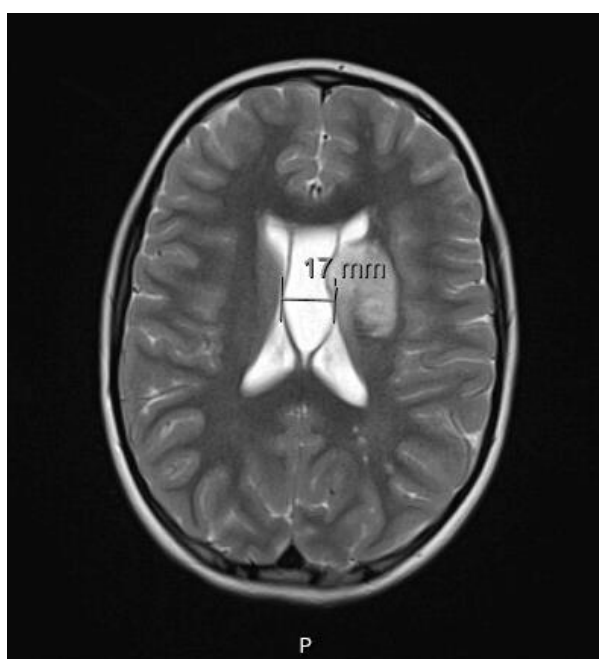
RM-ce lesão vascular aguda do território ACM esquerda.
